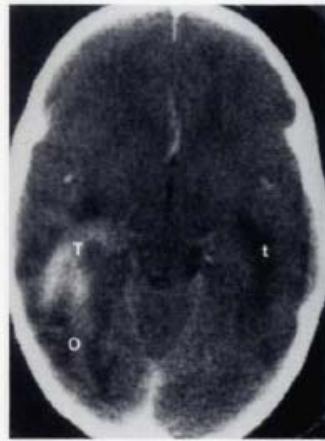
La TDM montre un réhaussement au niveau de la SB du lobe temporal droit (T), un réhaussement subtile au niveau du lobe occipital (O), et une hypodensité au niveau du lobe temporal controlatéral (t).
